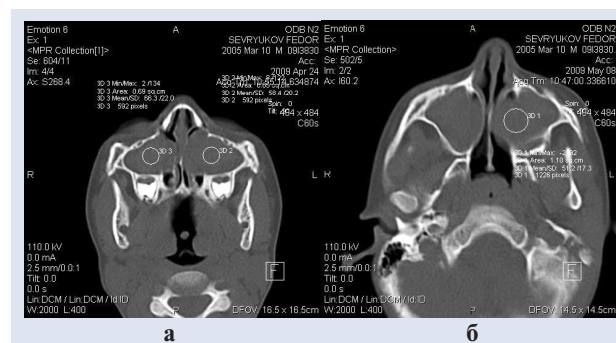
Компьютерные томограммы придаточных пазух носа ребенка С.
